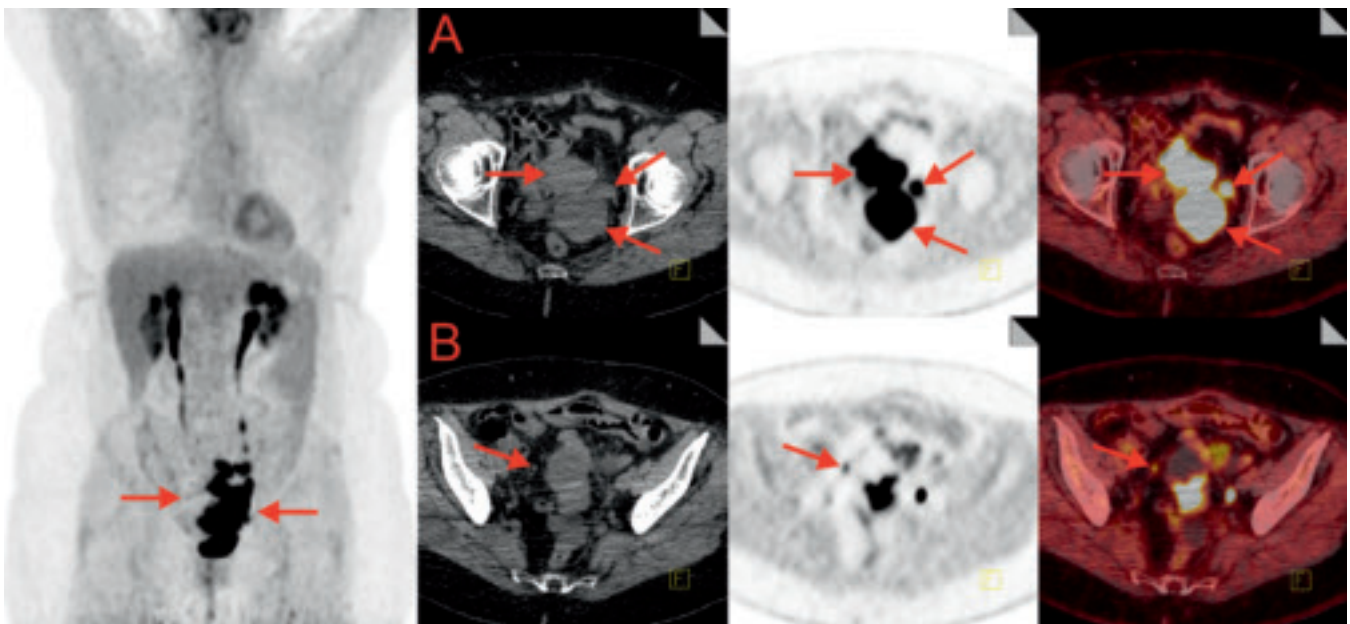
68-jährige Patientin mit Rezidiv eines Ovarialkarzinoms: In der FDG-PET/CT ausgedehntes pelvines Rezidiv mit Darminfiltration und benachbarten grossen Lymphknotenmetastasen pelvin links (A). Zusätzlich Nachweis mehrerer bis 4 mm durchmessender Lymphknotenmetastasen mesenterial pelvin rechts (B). Kein Hinweis auf Fernmetastasen.
